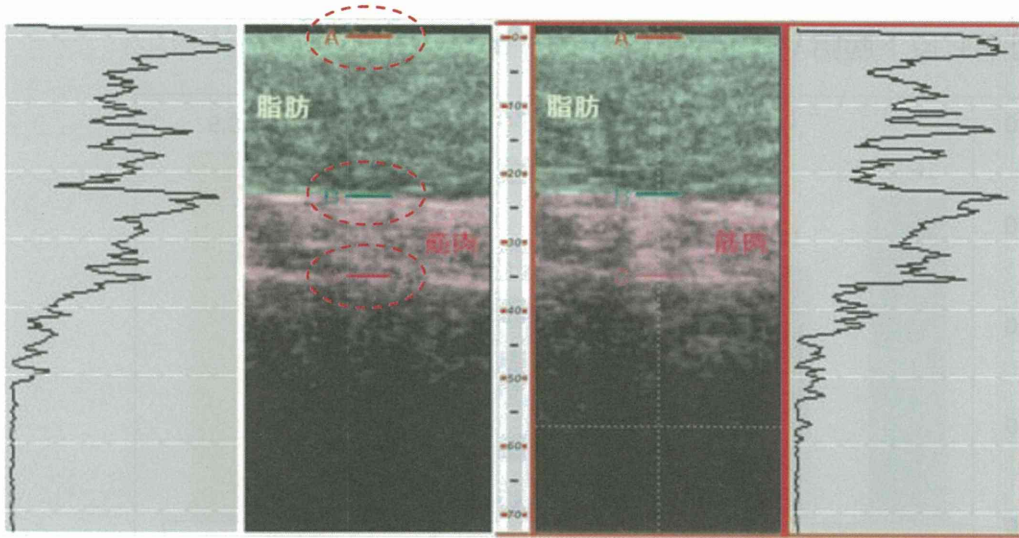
超音波計測値による組織厚及びヤング率推定プロセス
